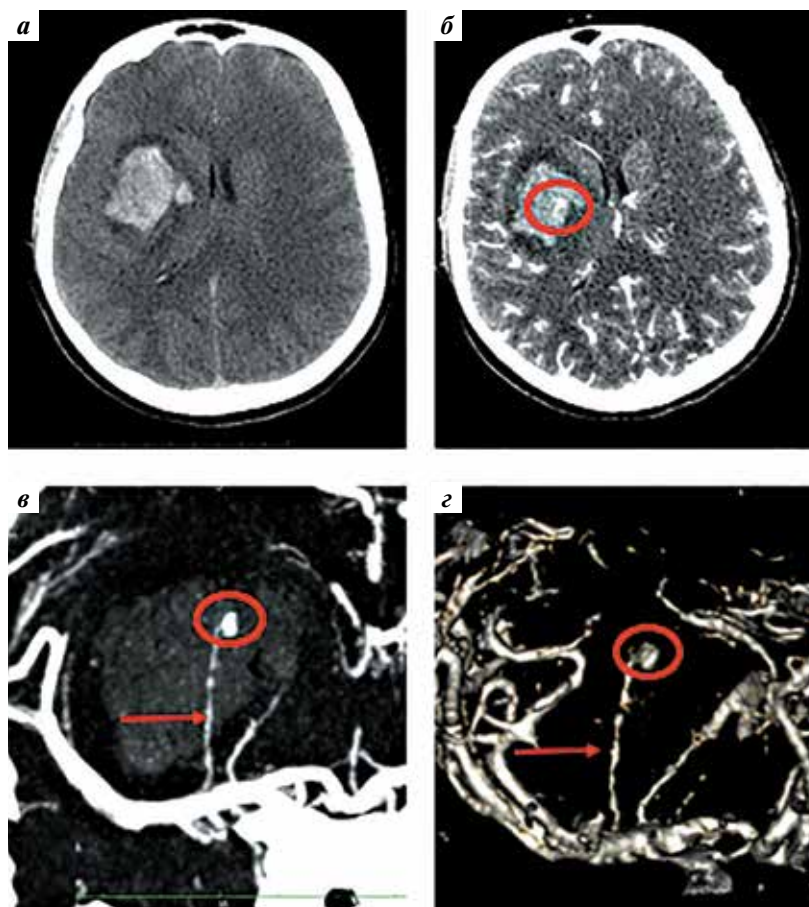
Результаты дооперационного обследования пациентки С.: а – компьютерная томография головного мозга в аксиальной проекции в 1-е сутки после кровоизлияния. Правосторонняя путаменальная гематома объемом 25 см³; б – то же с контрастным усилением. Патологическое образование в медиальных отделах гематомы, интенсивно накапливающее контрастное вещество; в, з – компьютерная томография сосудов головного мозга. Визуализируется гипертрофированная лентикюлостриарная артерия, отходящая от М1-сегмента правой средней мозговой артерии (отмечена стрелкой), в дистальных отделах которой располагается мешотчатая аневризма (отмечена овалом)
